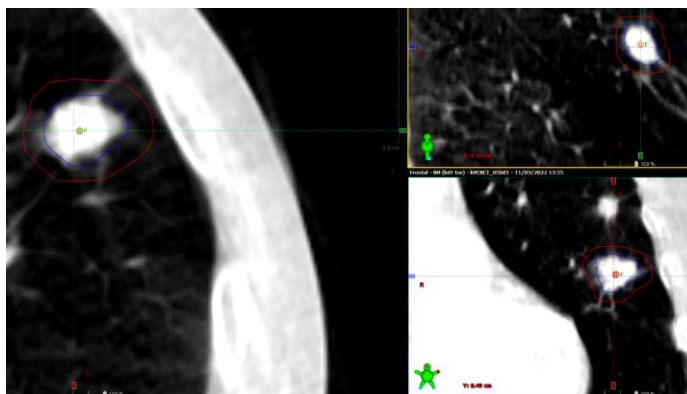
Lesione nel PTV nella CBCT 5
